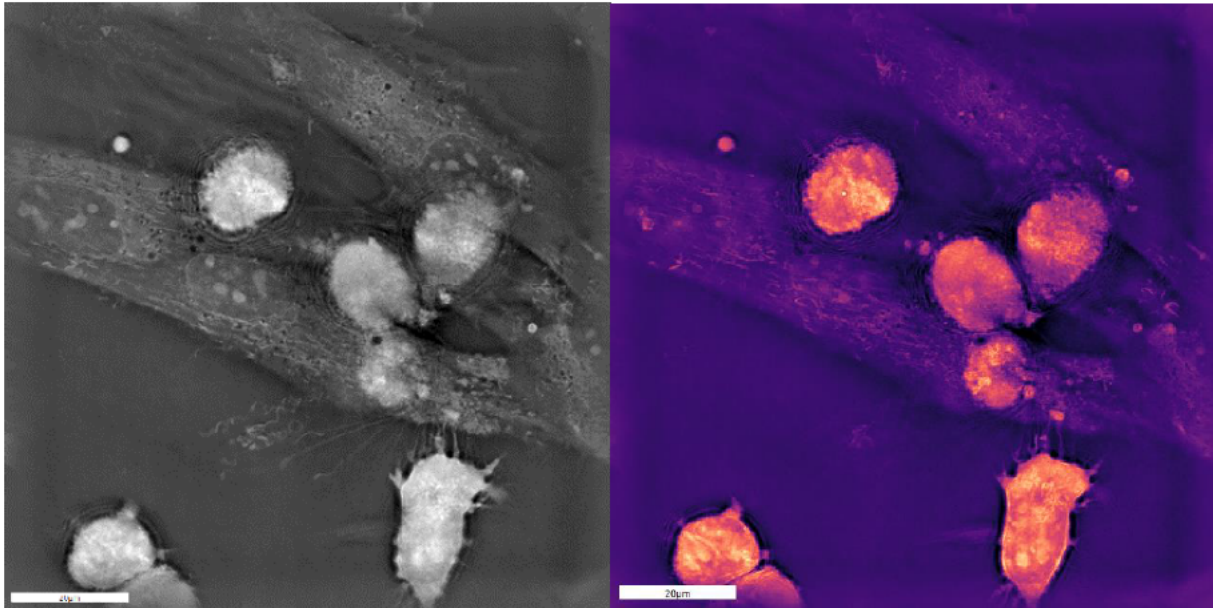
holotomographische Aufnahme MSC-MM-Interaktion, schwarz-weiß und in Farbe. Gut zu erkennen sind die deutlich kleineren runden Myelomzellen (Plasmazellen), von denen mehrere auf einer deutlich größeren, strangförmigen MSC-Zelle anhaften.
